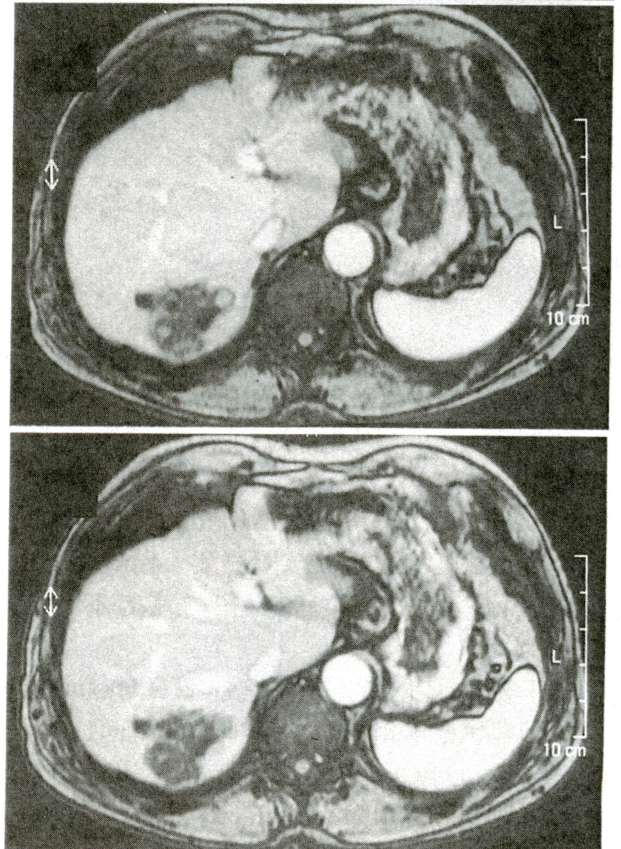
dynamic MRI検査所見：early enhanceを認めなかったが，delayed phaseで一部リング状に濃染を認めた。
